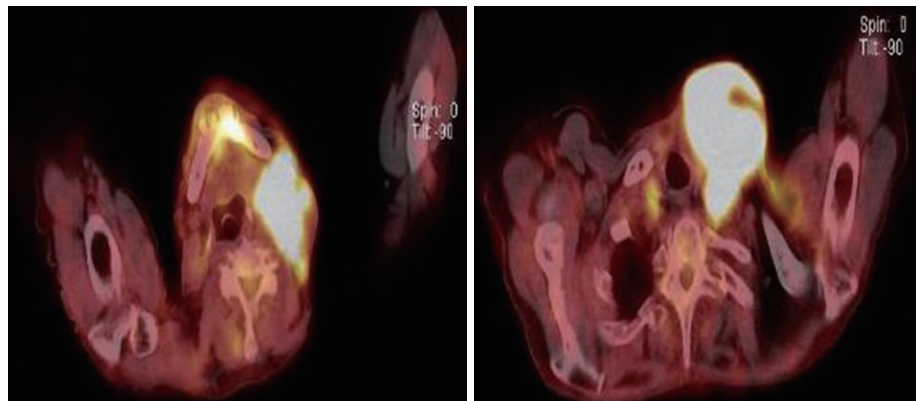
Preoperative positron emission tomography image of neck shows diffuse elongated mass like lesion is noted in left neck area, with intense increased FDG uptake. FDG: Fluorodeoxyglucose.
